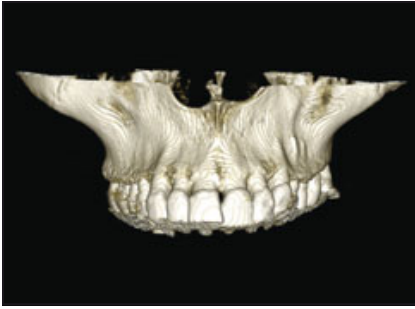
Aus den CT-Aufnahmen rekonstruiertes, dreidimensionales Computermodell der oralen Anatomie.
